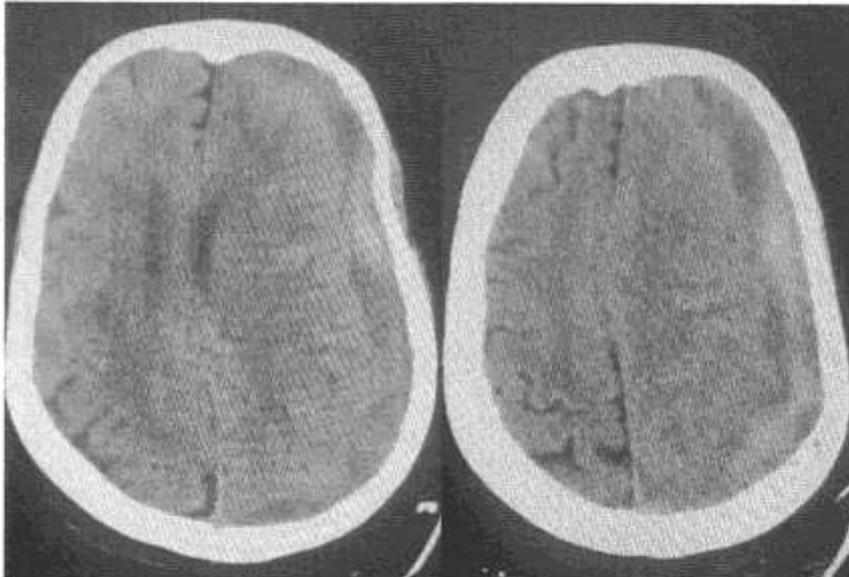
Спиральная компьютерная томография пациента В. при поступлении
